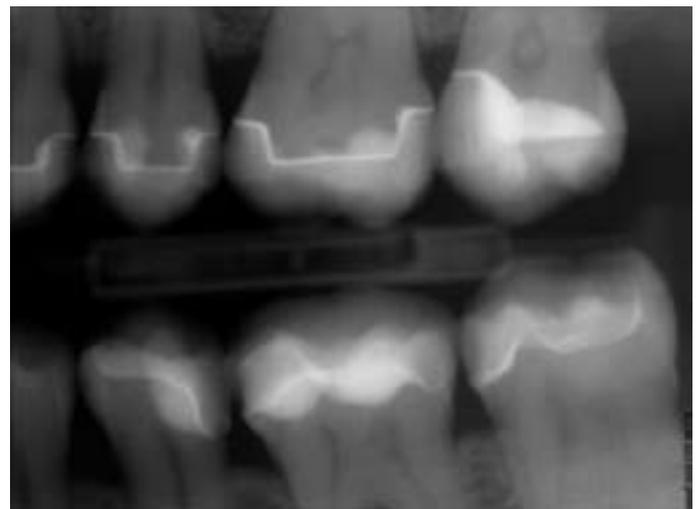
Die abschließende Bissflügelaufnahme dient der Kontrolle eventuell übersehener Kompositreste. Das hier gezeigte Röntgenbild zeigt eine Versorgung, welche 12 Jahre in situ ist
